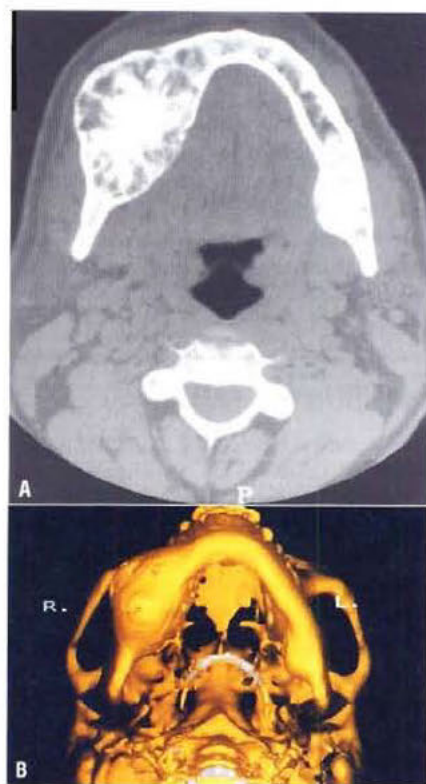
Dysplasie fibreuse. (A) Tomodensitométrie de la base du crâne. (B) Reconstruction 3D (en trois dimensions). La TDM montre bien la lésion expansive pseudotumorale de la partie droite de la mandibule. Les arcades zygomatiques sont bien visibles.
